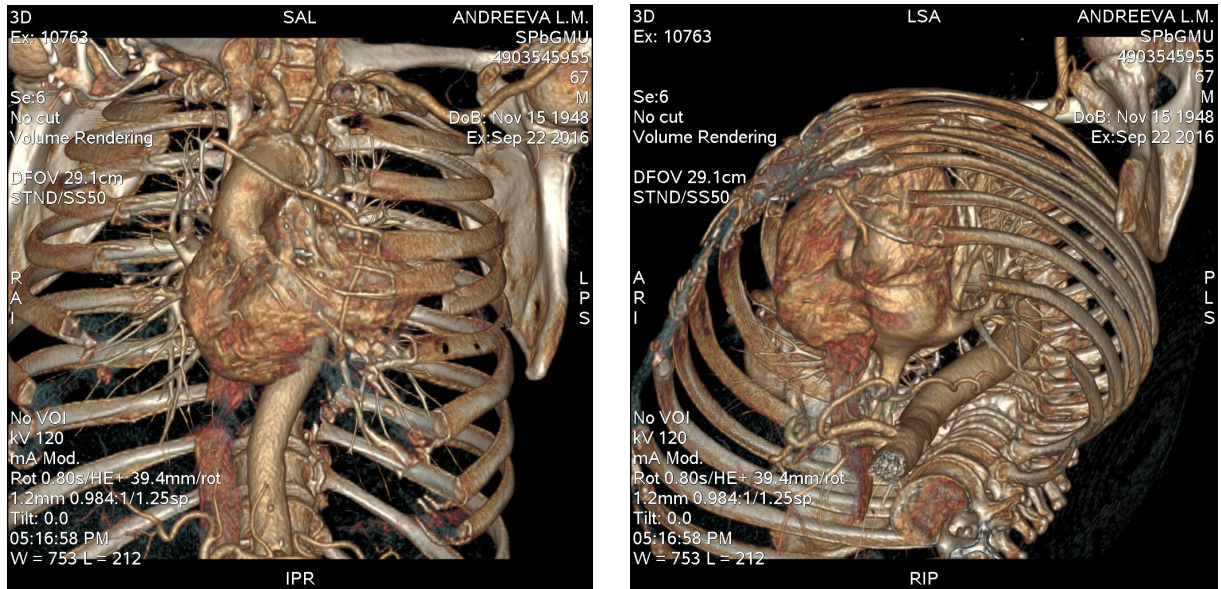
Визуализация правой ВГА с удлиняющей вставкой из аутовены к ПКА проведена с помощью МСКТ ангиографии.
